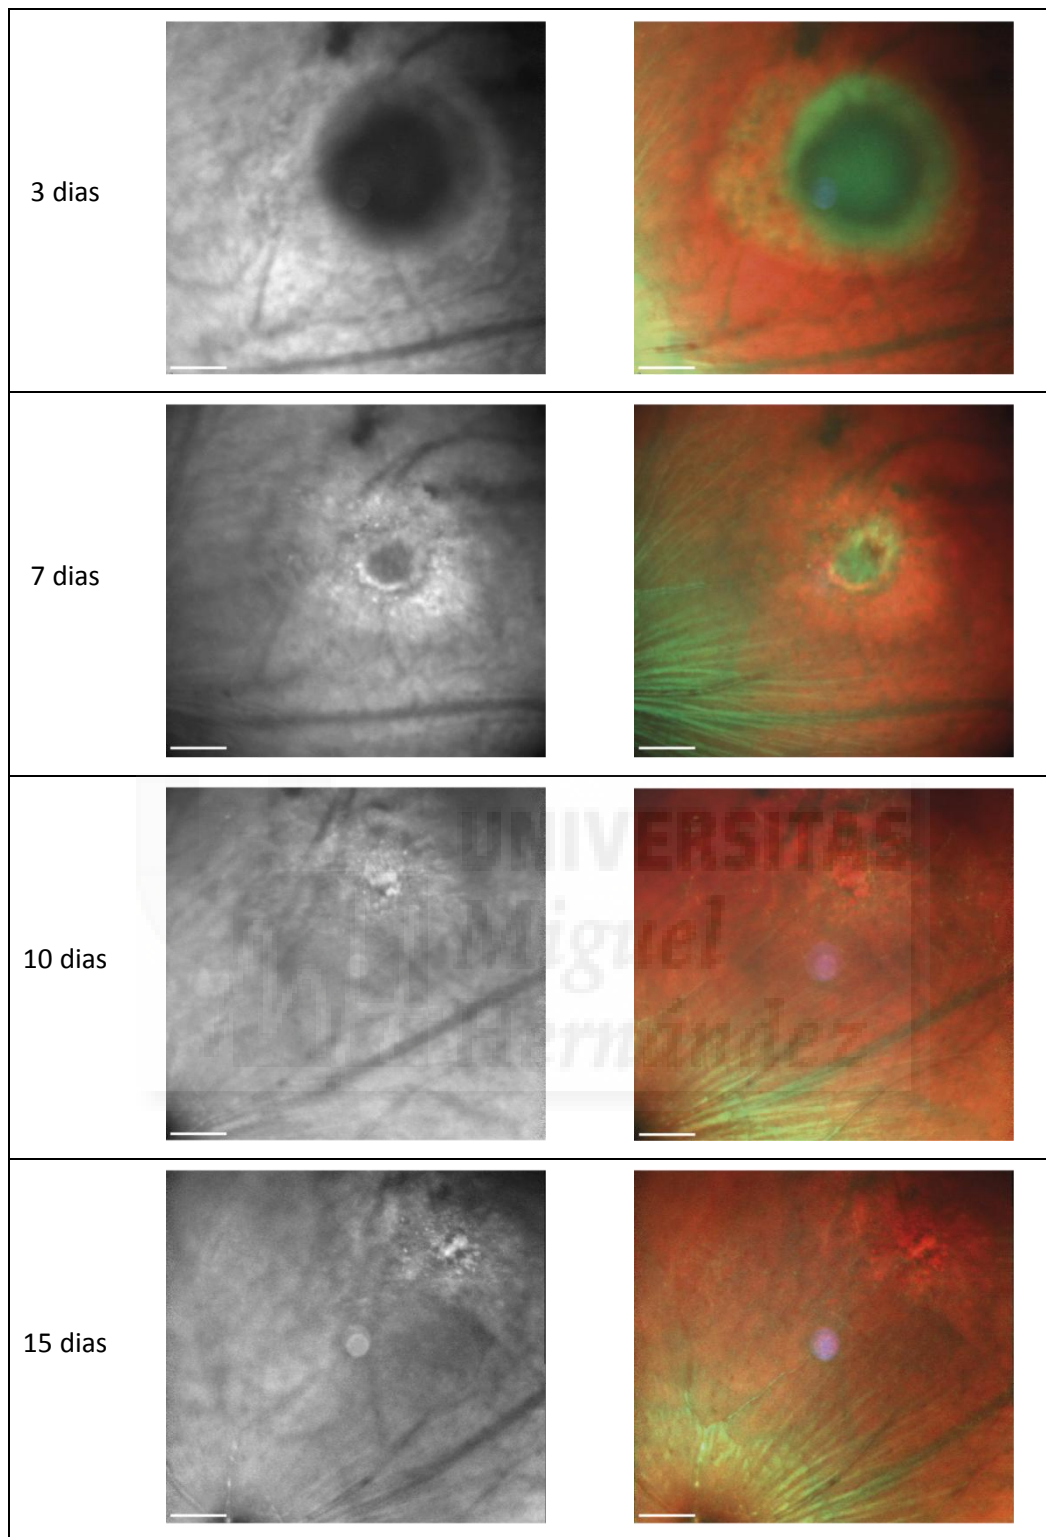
Evolución de la lesión con láser a 5,5cm. Imágenes tomadas por tomografía de coherencia óptica. A la izquierda se muestran las imágenes generadas por el uso del láser infrarrojo y a la derecha las imágenes multicanal a 3, 7, 10 y 15 días desde el día de lesión. Barra de escala: 200 μ m
